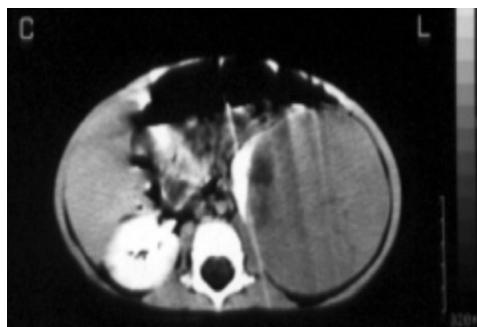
Tomografia: tumor de Wilms (rim esquerdo)
